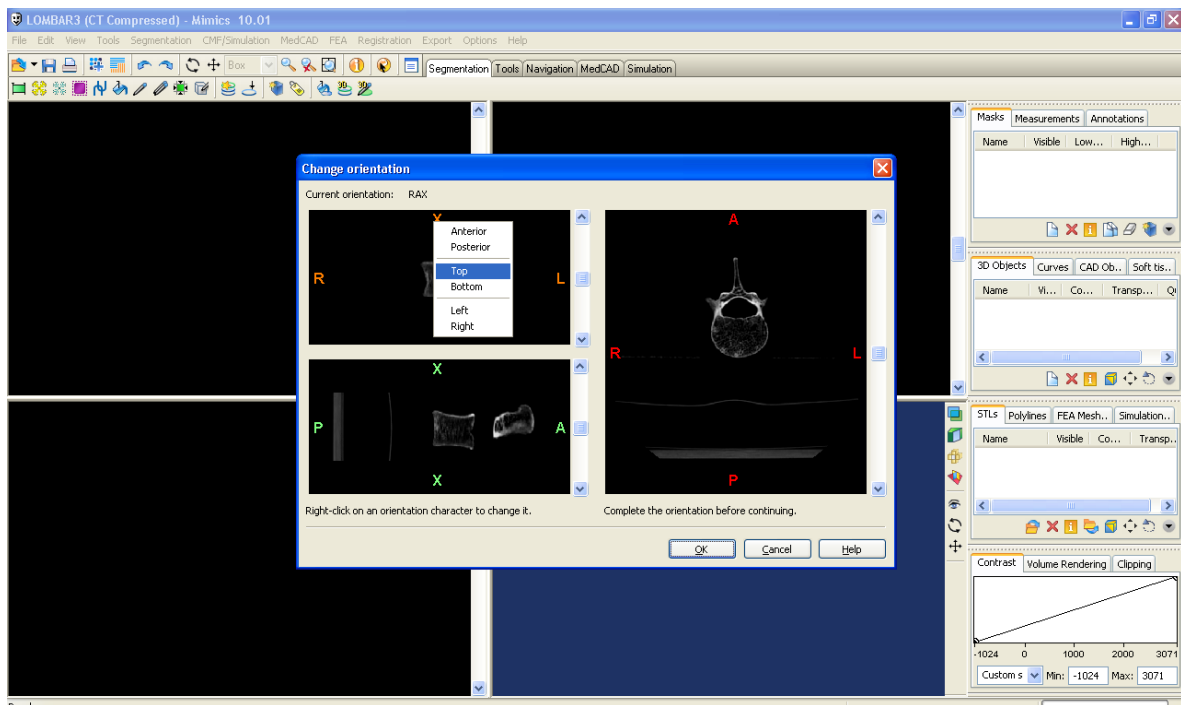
Secțiuni CT ale vertebrei L3 în cele trei vederi
